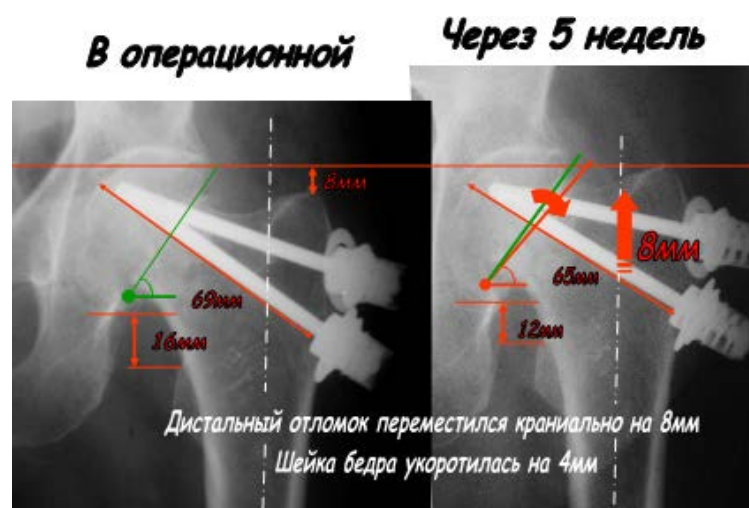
Рентгенограммы перелома у больной Ш., (и/б №106050)
